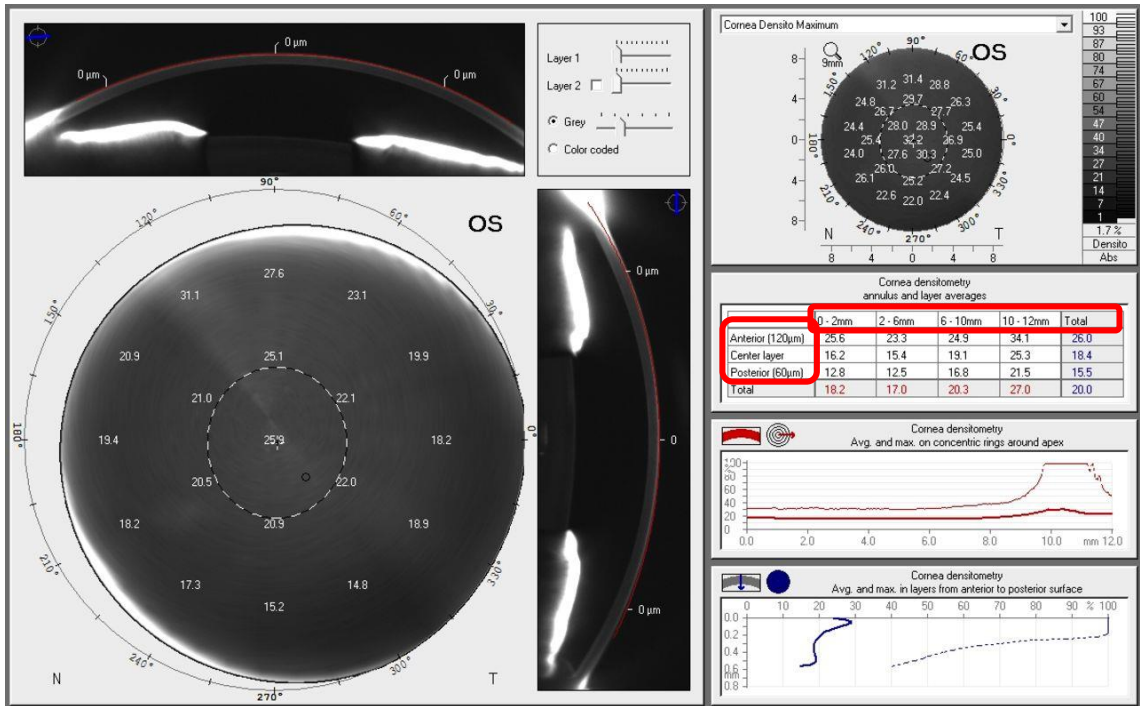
Oculus Pentacam. Darstellung der optischen Densitometrie Daten des Scheimpflug-Tomographen. Die Einteilung in die drei Hornhautschichten (anterior, zentral, posterior) und die vier Zonen sowie die gesamte Hornhaut wurden rot markiert [22].
